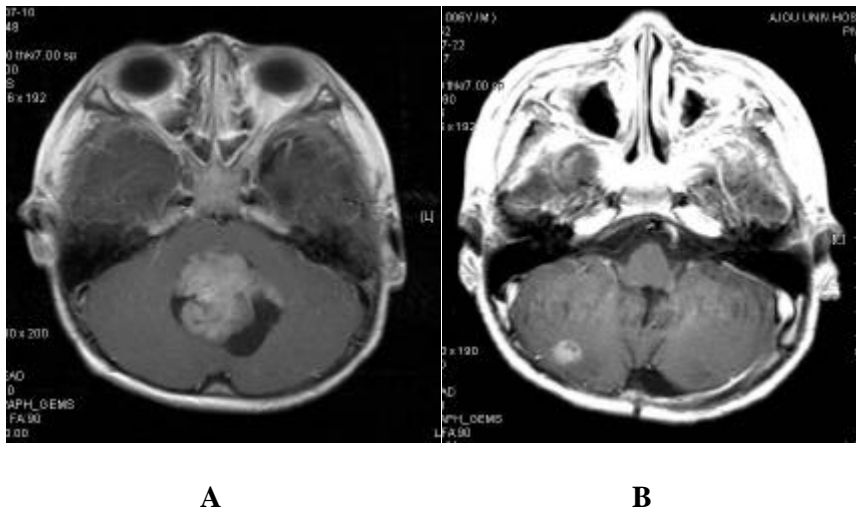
Case 7. Axial contrast-enhanced MRI.
